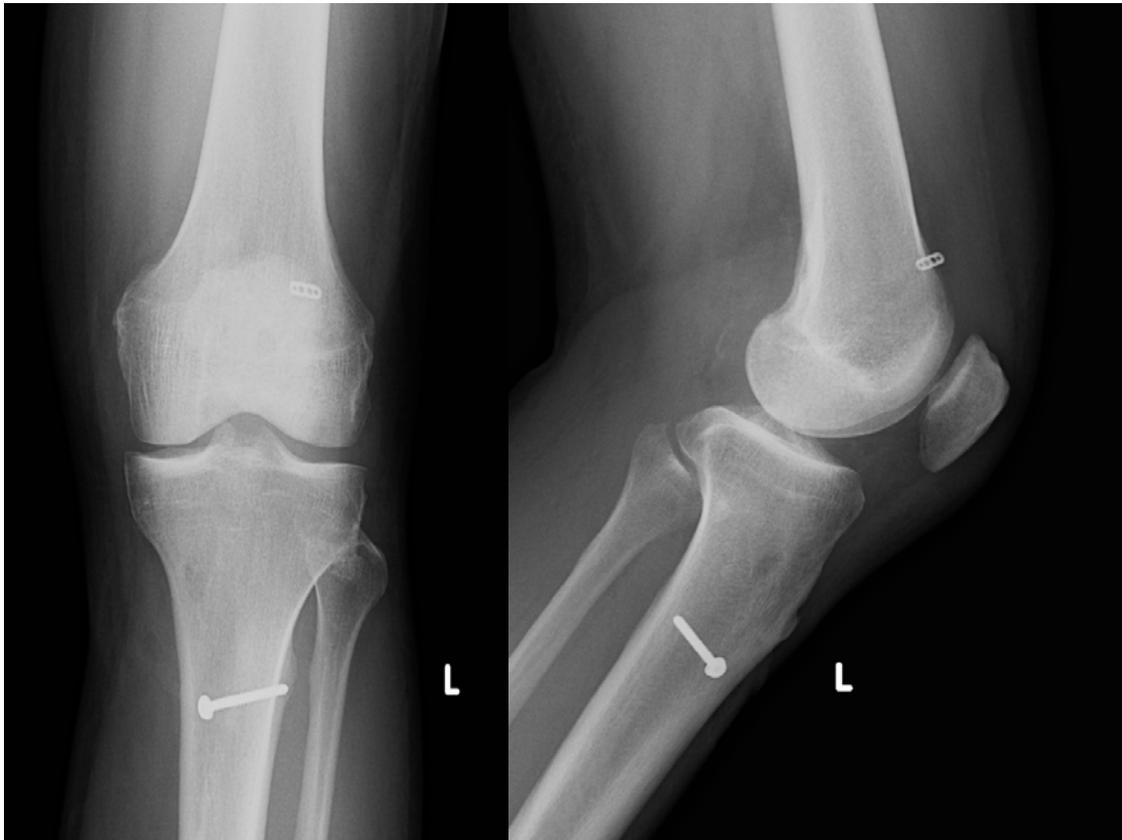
Röntgenbild nach Kreuzbandrekonstruktion (Transplantat fixiert mit Endoloop und Schraube)
